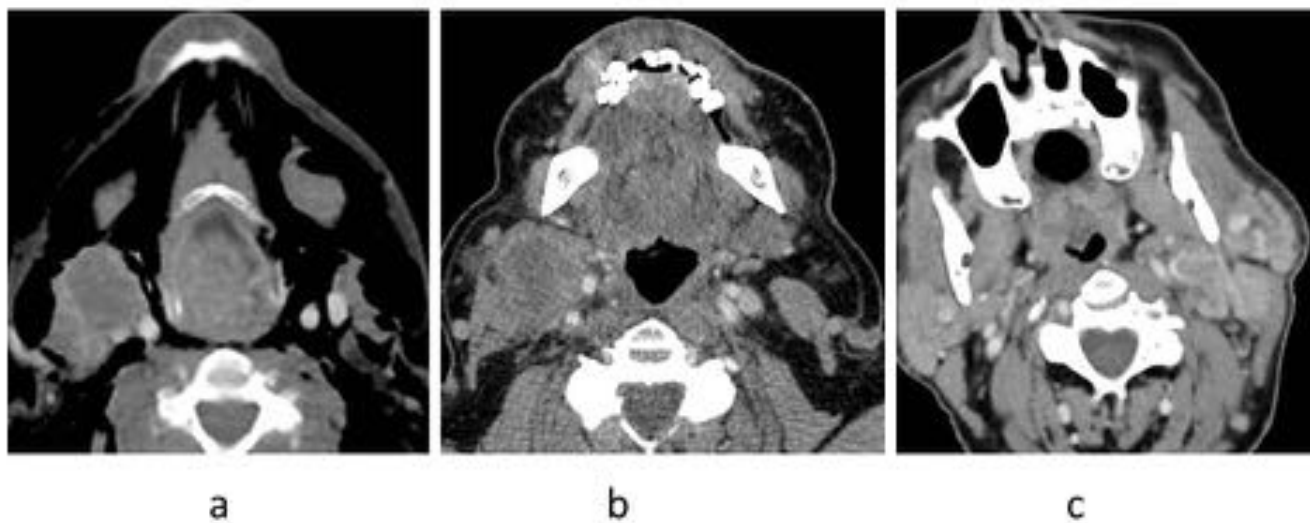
Neoplasia de cavidad oral con infiltración de la fosa pterigopalatina en TC (a, b, c y d). Recidiva en espacio masticador de carcinoma epidermoide de cavidad oral. Diseminación perineural a través de la tercera rama del trigémino a la órbita en TC (e, f, g y h).
